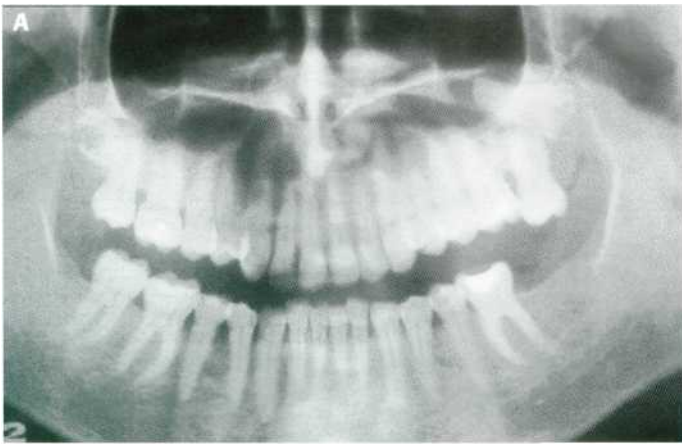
Estudio de la relación de los cordales superiores con el seno maxilar mediante tomografía computadorizada. (A) Ortopantomografía. (B) Corte sagital de la hemiarcada superior izquierda. (C) Corte coronal a nivel del 1.8.
